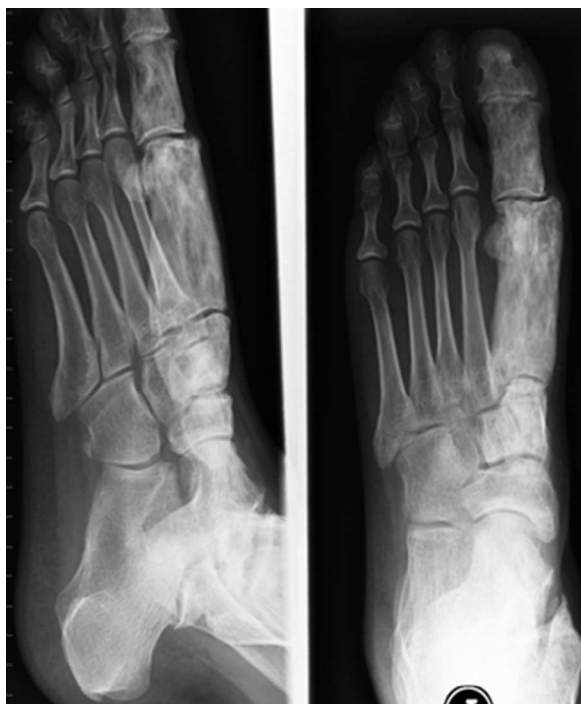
Radiografía lateral y anteroposterior de pie izquierdo con engrosamiento del metatarsiano y falanges del primer dedo derecho.
